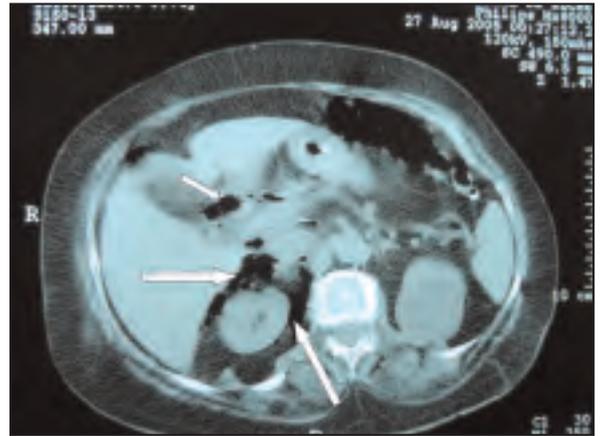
Tomografía computerizada abdominal. retroneumoperitoneo que diseca el espacio pararenal anterior derecho, cara posterior de la cabeza pancreática y el músculo psoas derecho. También aerobilia en pequeña cantidad.
